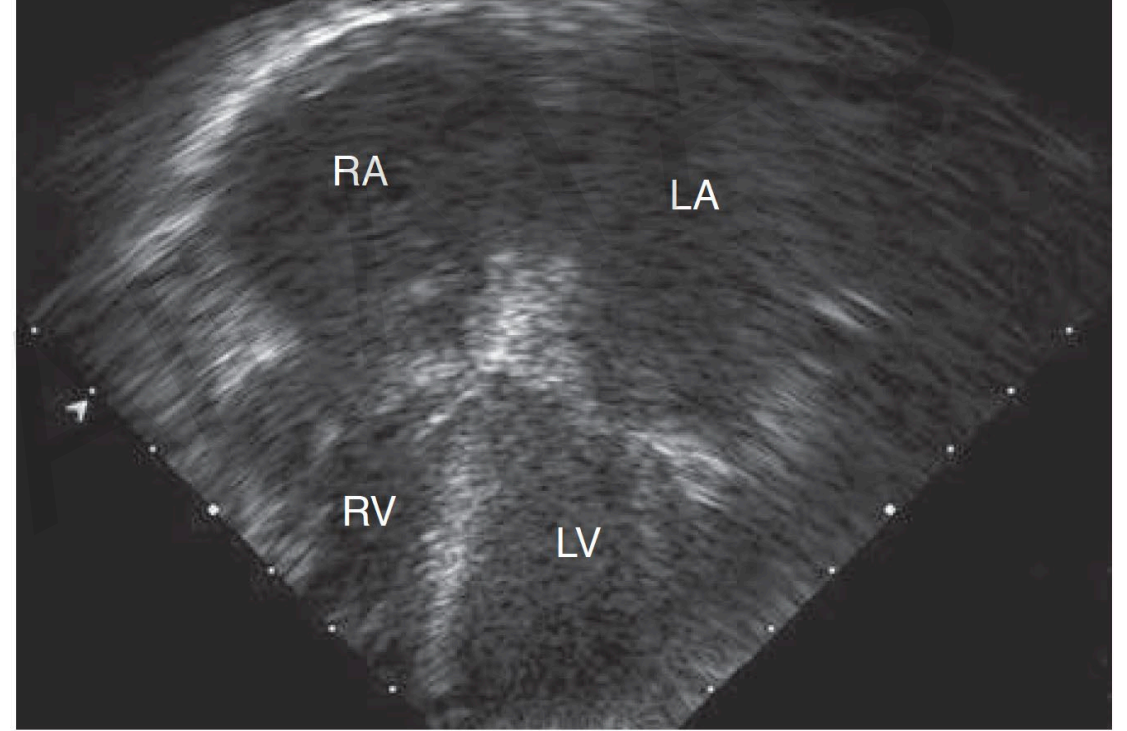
Echocardiogram of a patient with restrictive cardiomyopathy. The apical 4-chamber view shows the markedly enlarged right and left atria, compared to the normal size left and right ventricular chambers. LA, left atrium; LV, left ventricle; RA, right atrium; RV, right ventricle.
